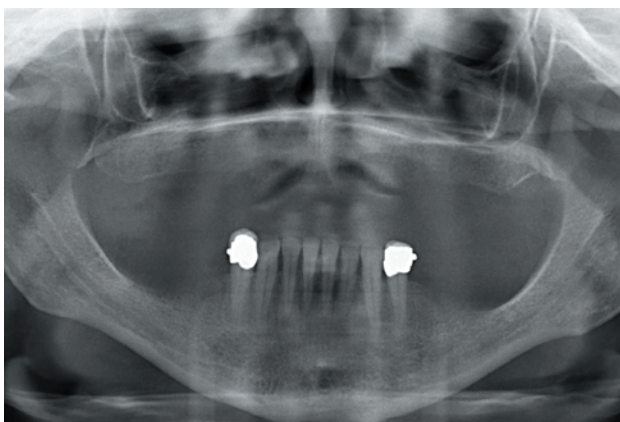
Radiografía panorámica inicial donde se observan las alturas del reborde óseo tanto maxilar como mandibular de forma aproximada para una primera impresión diagnóstica.
